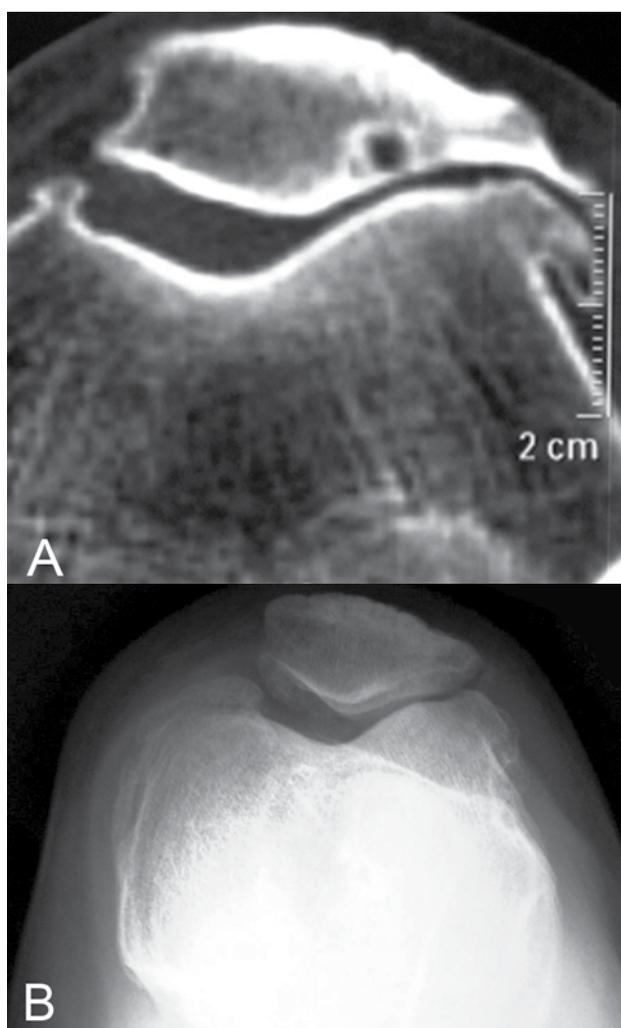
A) Corte axial TAC con osteofito lateral prominente. B) RX axial po.
